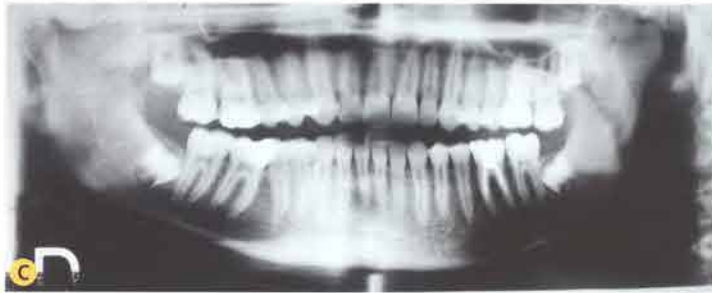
C. Ortopanoramica: iperplasia del condilo mandibolare sinistro che appare deformato rispetto al controlaterale. D. Rx telecranio in proiezione posteroanteriore: è evidente l'alterazione della simmetria del complesso maxillo-mandibolare caratterizzata da ipersviluppo verticale monolaterale omolateralmente al lato affetto. Da notare le osteosintesi metalliche del pregresso intervento a livello del ramo mandibolare bilaterale. E. TC 3D del paziente prima del trattamento chirurgico.
